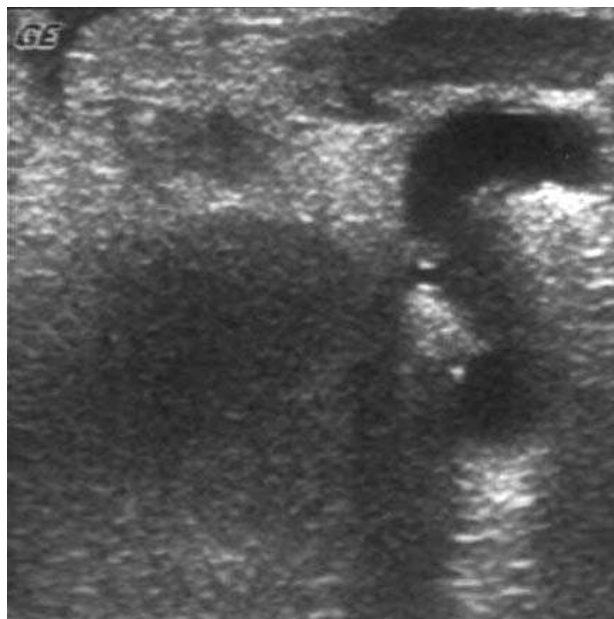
Интраоперационное УЗИ наполненного водой желудка, рак желудка, граница опухоли показана стрелкой
